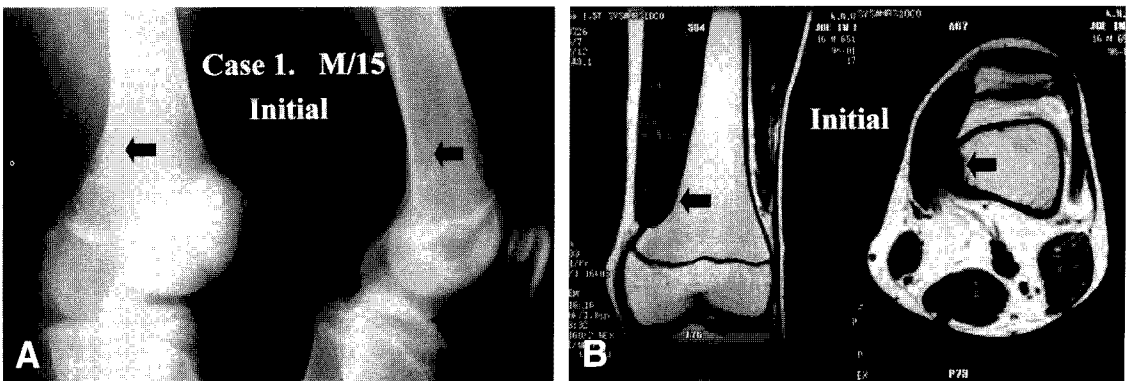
Oval shaped lesion is located in posteromedial aspect of distal femur without cortical defect on simple X-ray and MRI, and this is type I lesion.
